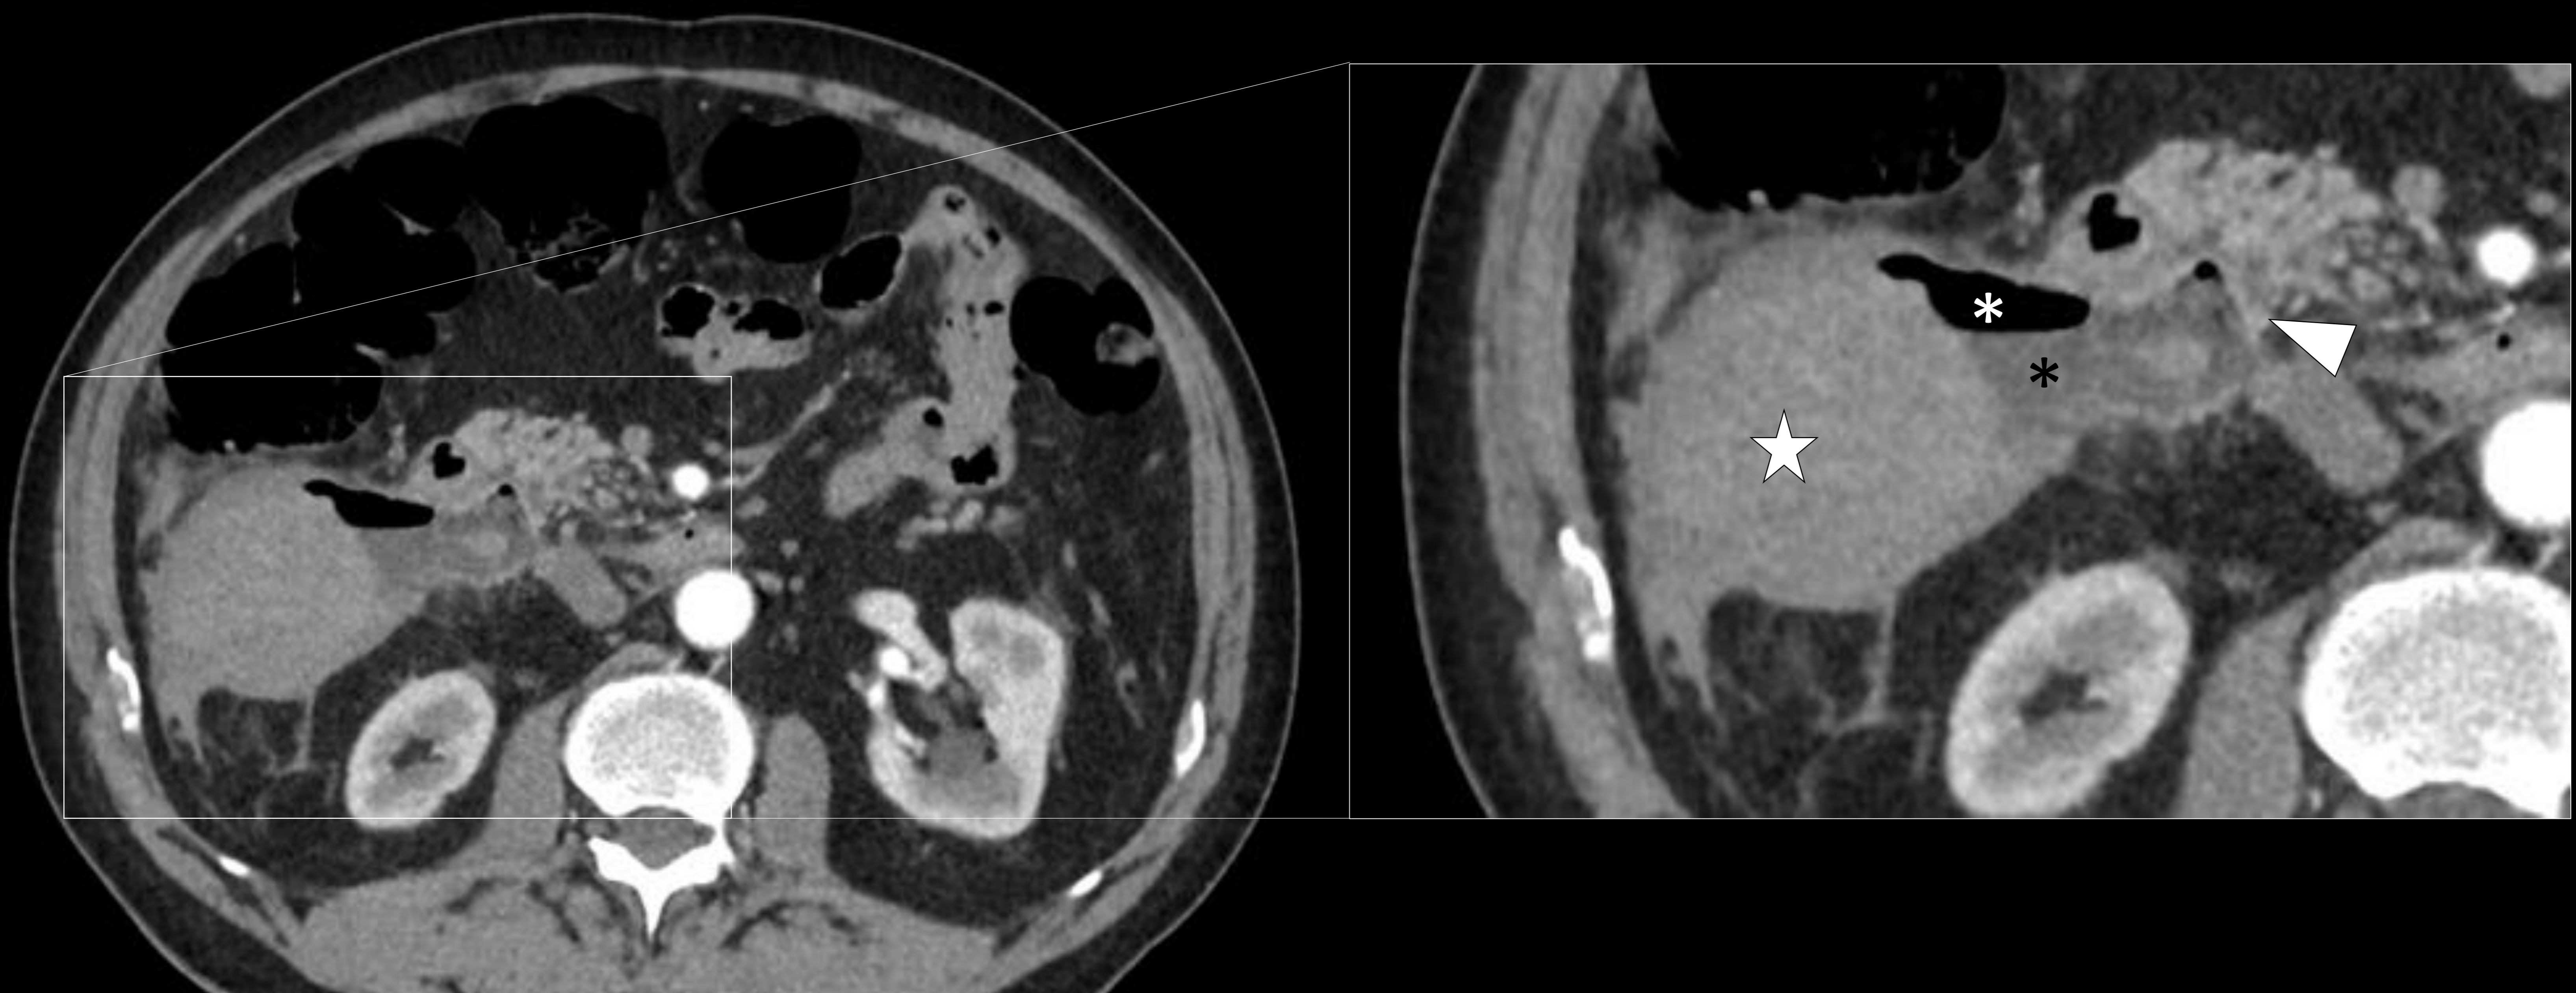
Varón de 67 años en shock hemodinámico. Imágenes de TC abdominal. Se aprecia una colección en espacio pararenal anterior derecho de densidad heterogénea, con componente líquido hipodenso (asterisco negro), denso nodular en relación con coágulos (estrella) y aire (asterisco blanco). Se aprecia un seno que comunica esta colección con la tercera porción duodenal (punta de flecha). El hallazgo fue interpretado como UG complicada con perforación y colección hidroaérea con coágulos sin sangrado activo, no obstante en el protocolo quirúrgico se apreció un divertículo duodenal perforado.
